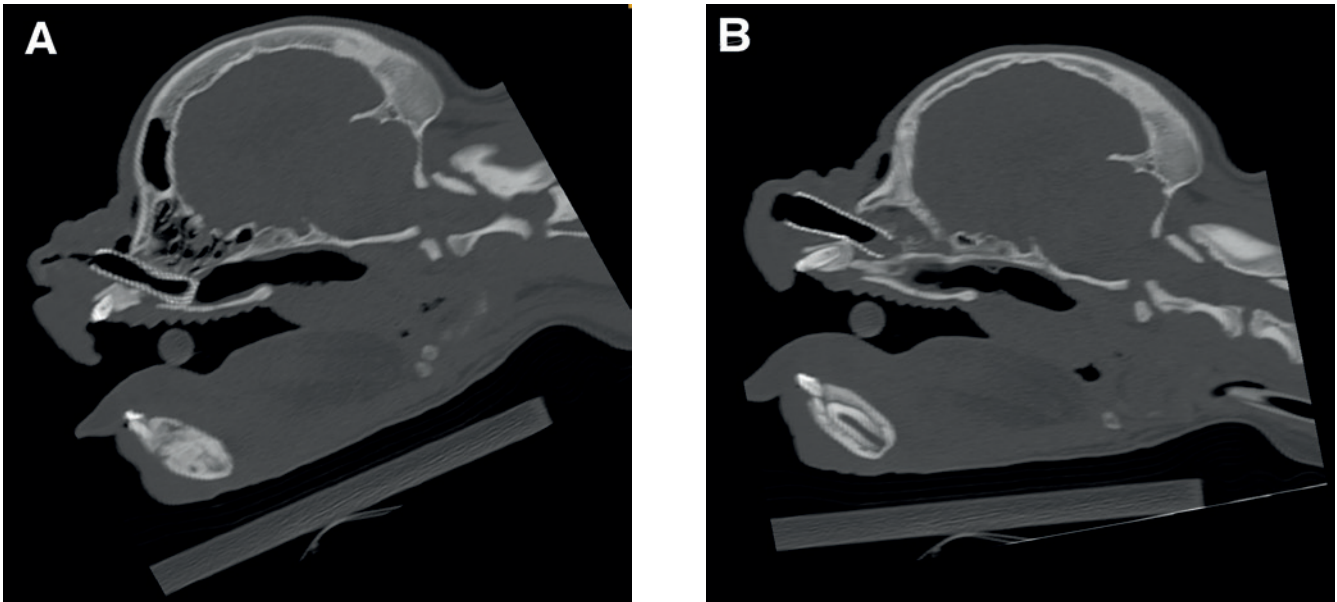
Sagittal reconstructed CT image after placement of both metallic stents into the nasal cavity. A. The right nasal stent. B. The left stent in situ.
